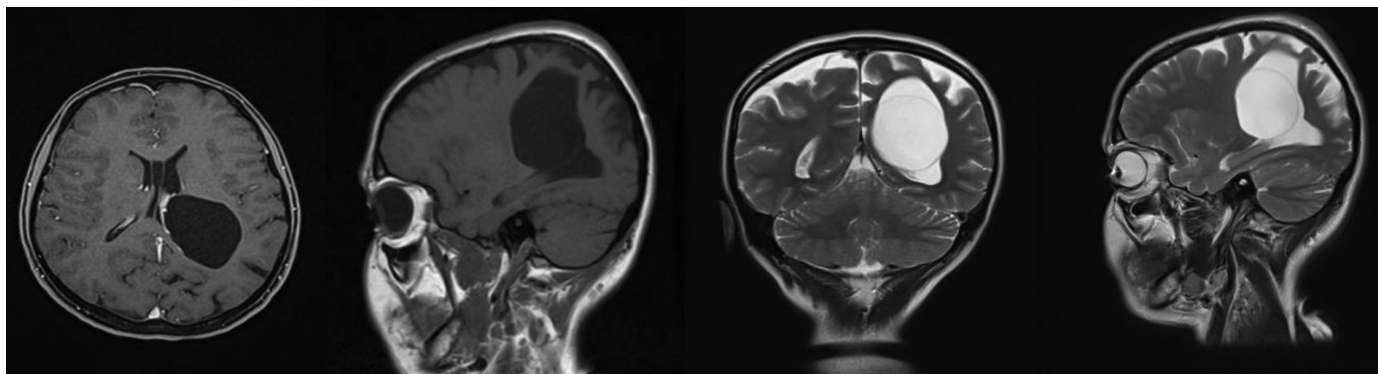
Гигантская внутрижелудочковая ликворная киста. МРТ, T_1 ВИ в аксиальной и саггитальной проекциях и T_2 ВИ в аксиальной и саггитальной проекциях.
